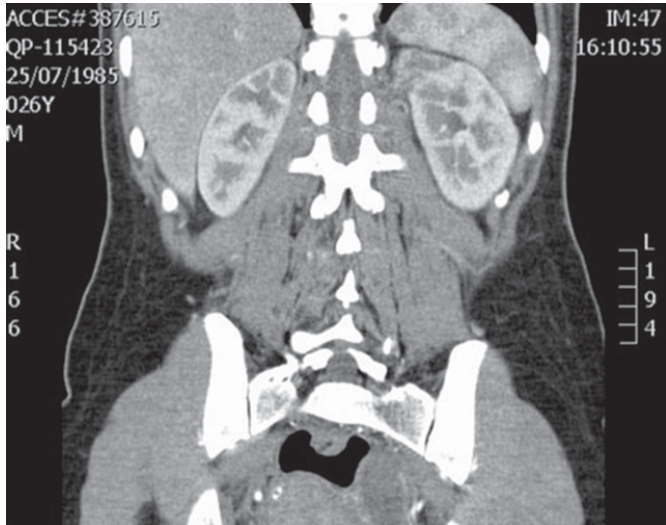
Tomografía computada que muestra parénquima atrófico en polo superior de riñón izquierdo.
